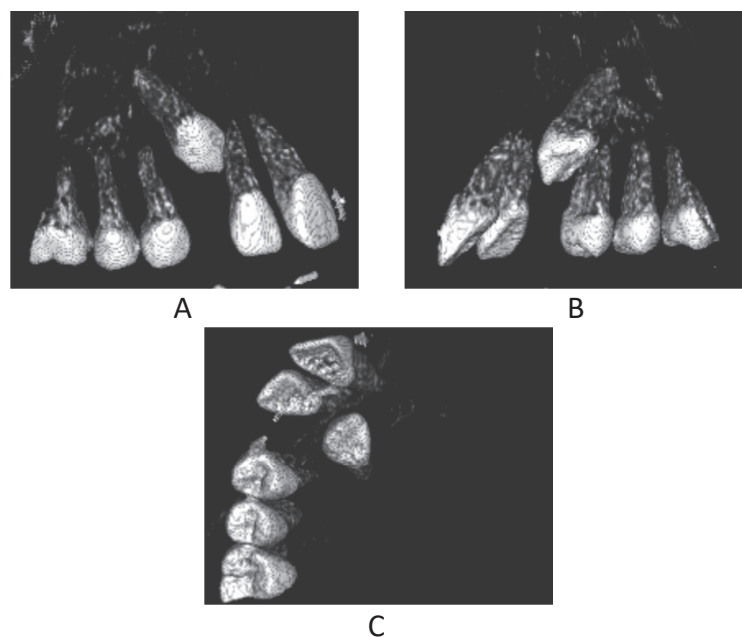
上顎右側埋伏犬歯のCT再構築画像（初診時（17歳10か月））
